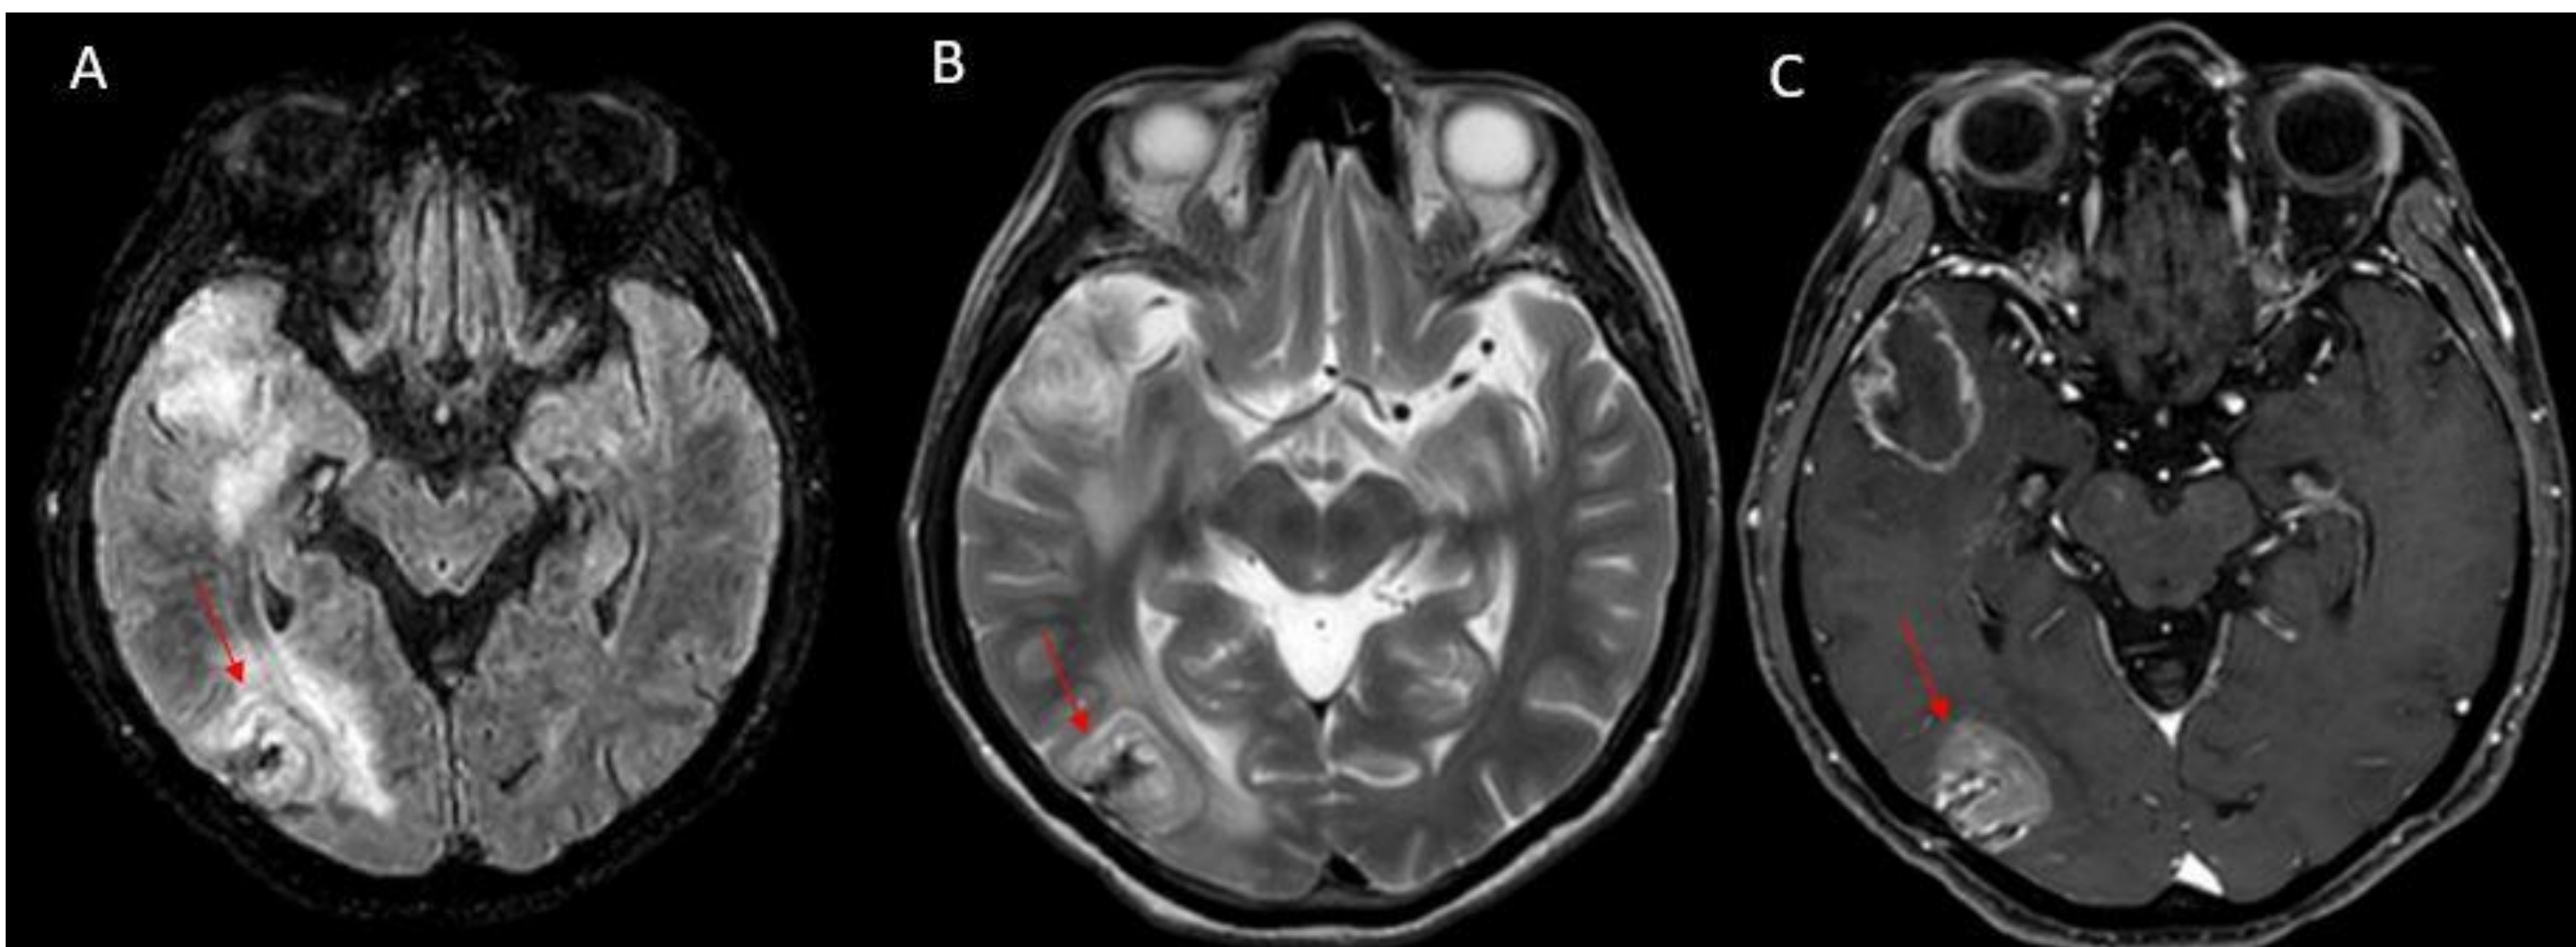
Toxoplasmosis del CNS : A. FLAIR axial. B. T2 axial C. T1 tras la administración de contraste. Lesiones en diana, con importante edema adyacente.
